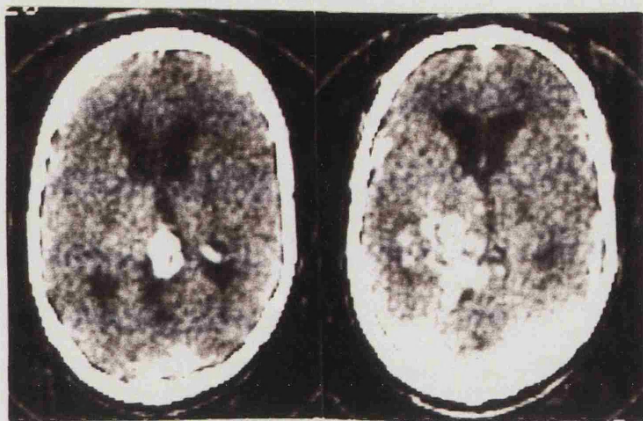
TAC, sin y con contraste, de una extensa malformación arteriovenosa de la región pineal, con zonas de calcificación. (Caso 10).
